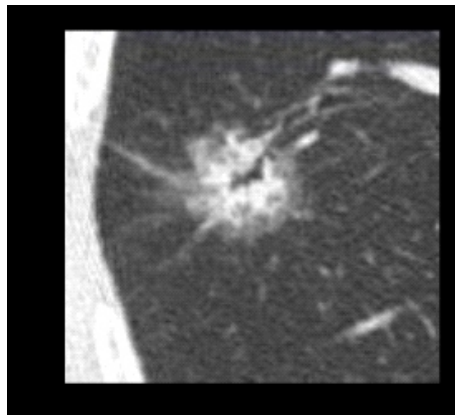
Estudio de fusión TC/PET. Nódulo periférico > 3cm. en el lóbulo inferior derecho con gran captación de fluorodesoxiglucosa (FDG).
